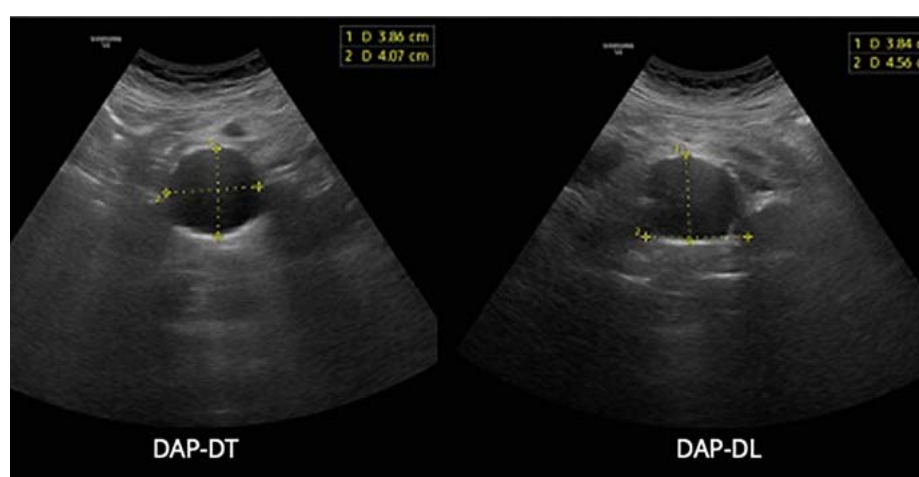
Immagine ecografica di un aneurisma dell'aorta addominale. Sono riportate due proiezioni, trasversale e sagittale, con i relativi diametri del vaso (antero-posteriore, trasversale e longitudinale)
